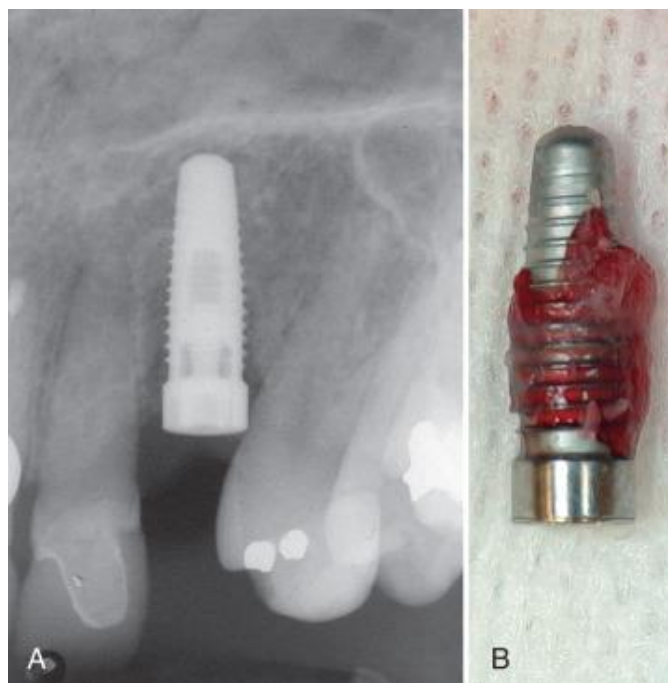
(A) Radiografía de un implante fallido prematuramente causado por la falta de oseointegración. Además de la pérdida de hueso crestal, se puede observar la radiolucidez a lo largo de los lados del implante. (B) Fotografía del implante fallido (no integrado) (mostrado en A) que se retiró fácilmente junto con el tejido conectivo circundante.<sup>30</sup>
